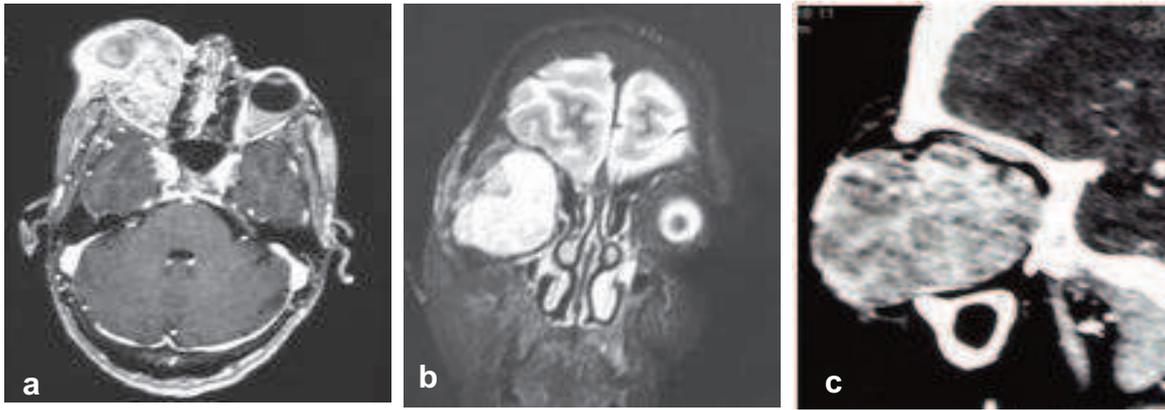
IRM en coupe axiale (a), coronale (b), sagittale (c) :
